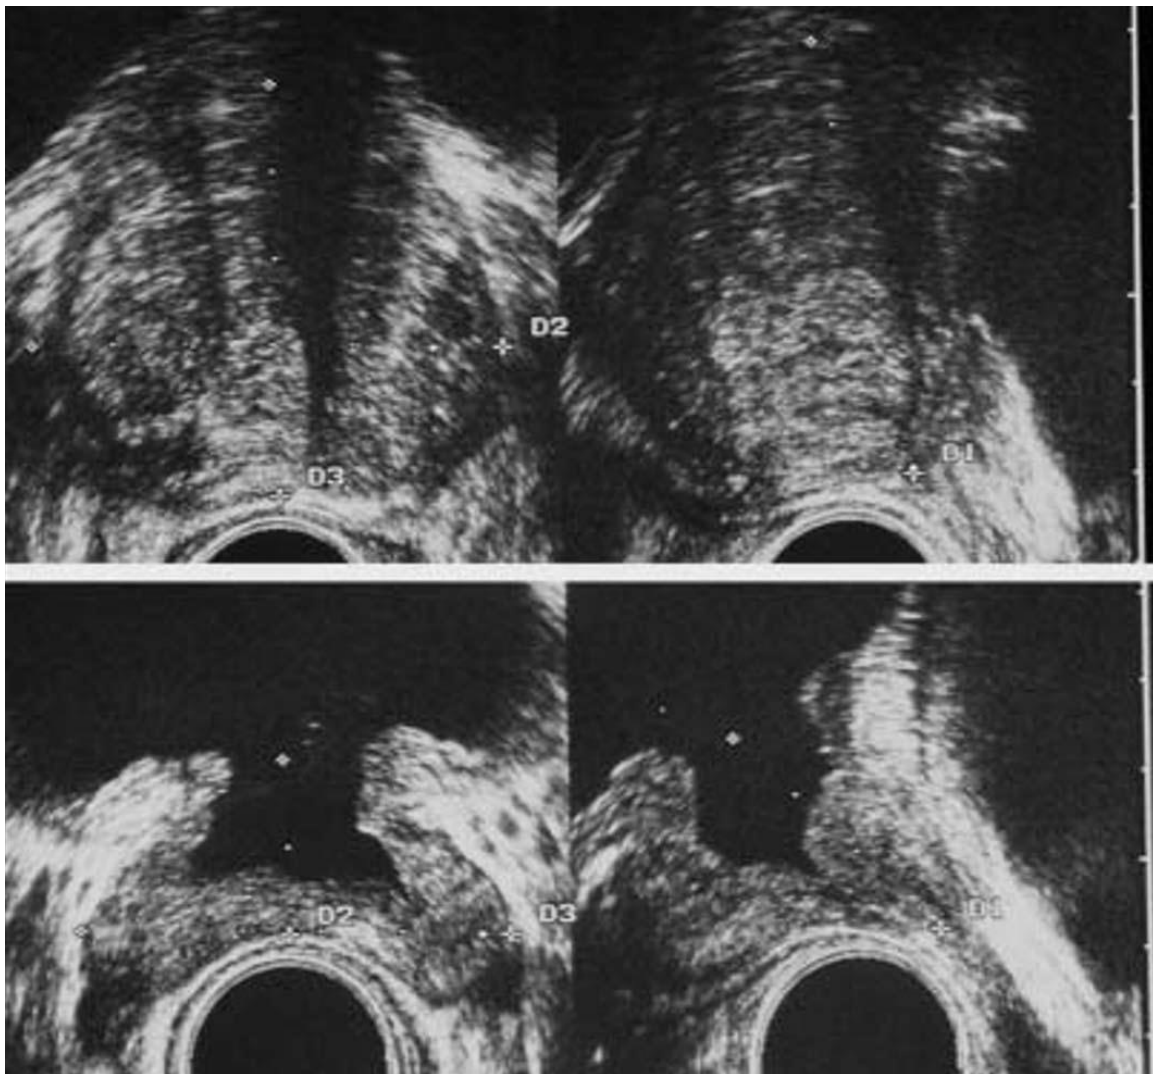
Échographie endo-rectale avant et après résection endo-urétrale de la prostate. Comparaison des coupes transverse et sagittale chez le même patient. Le volume prostatique total est de 72 ml avant résection endo-urétrale (en haut). Il n'est plus que de 18,5 ml après (en bas). Le col est largement ouvert, la cavité symétrique. Absence de reliquat tissulaire.
